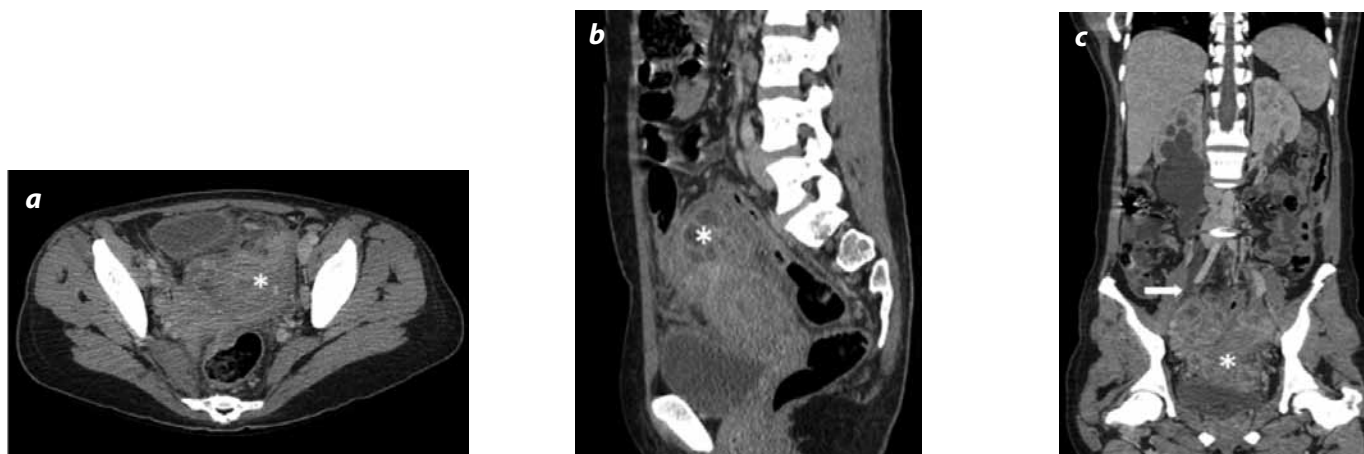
TC contrastada abdominal con reconstrucciones multiplanales axial (a) sagital (b) y coronal (c) de una mujer de 25 años de edad. Se observa conglomerado ganglionar en la región pélvica e infiltración de ambas trompas de Falopio y ovarios. No hay plano de clivaje con el útero (asterisco). Está afectado el uréter derecho en su tercio distal con hidroureteronefrosis (flecha). Los hallazgos corresponden a peritonitis pélvica y absceso tuboovárico secundario bilateral por tuberculosis.
